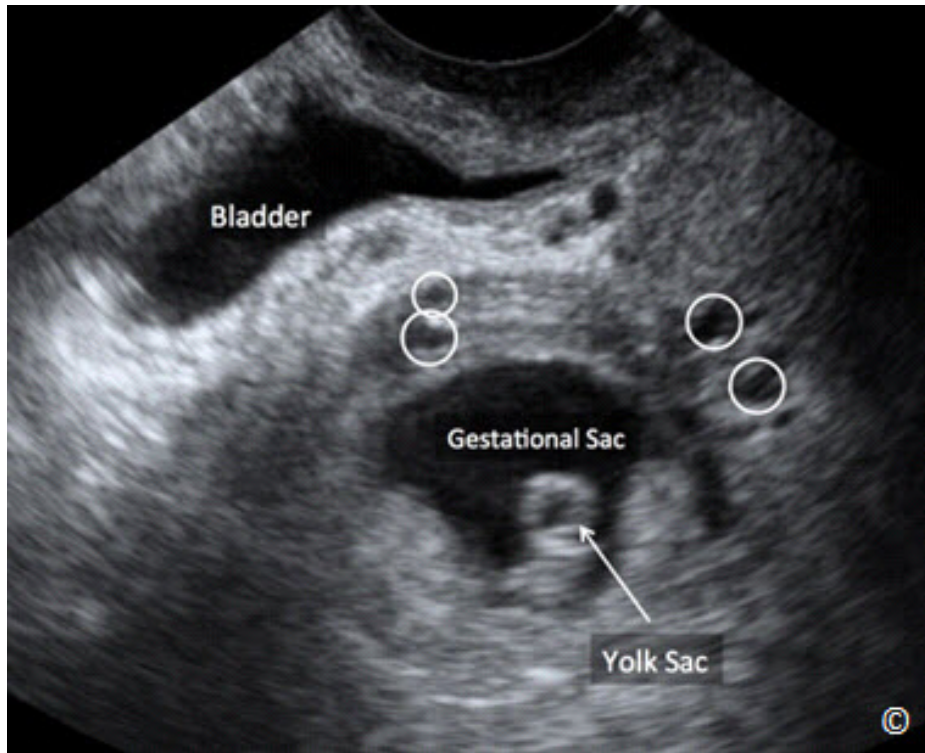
Ultrasonido transvaginal en el primer trimestre en el mismo embarazo que la figura 8.13. Observe la presencia de múltiples espacios vasculares irregulares en los alrededores de la placenta (círculos blancos). Este embarazo progresó a un percretismo. Modificado con permiso del Instituto Americano de Ultrasonido en Medicina (18).
